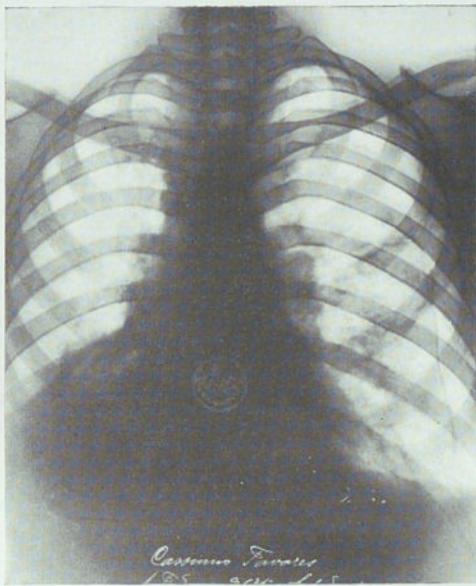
Radiografía del 5-VI-37. Ha aumentado la imagen clara del lado derecho. En el lado izquierdo neumotorax terapéutico.
